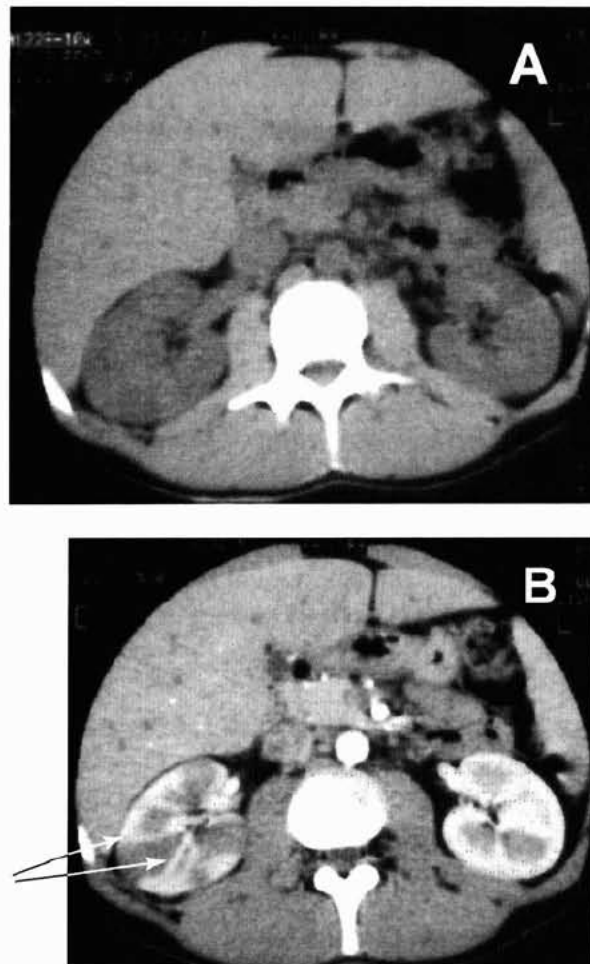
Signes TDM d'une pyélonéphrite aiguë simple du rein droit. A. Cliché sans injection. B. Cliché après injection (temps artériel).
